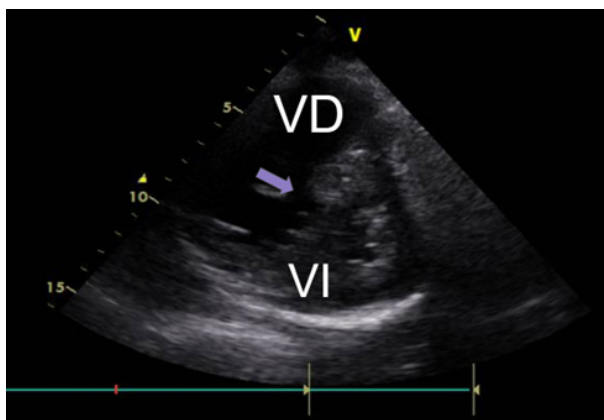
Ecocardiograma. Vista del eje paraesternal corto donde se evidencia el septum interventricular aplanado (flecha violeta).
